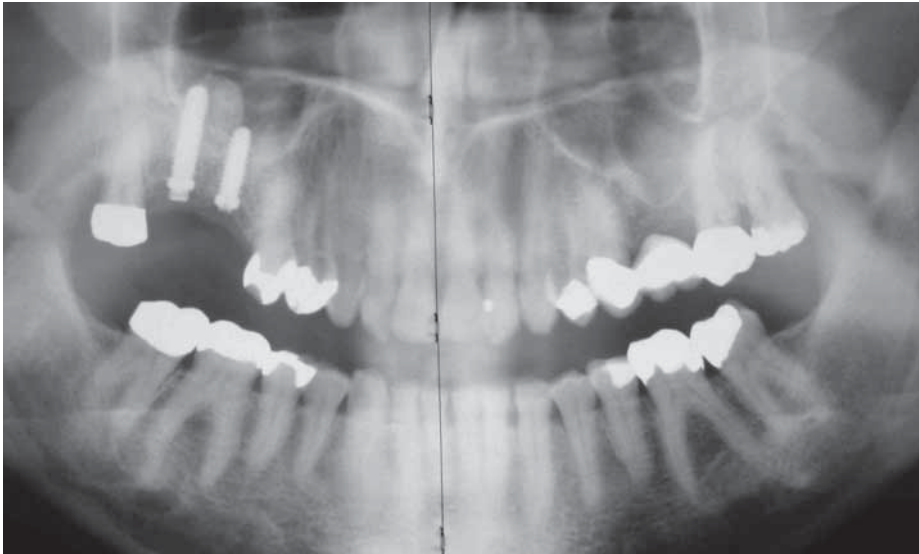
Postoperatives Orthopantomogramm (OPT) nach Insertion eines neuen ZL-Duraplast-Implantates in der Regio 17 mit radiologisch regelrechten Verhältnissen
